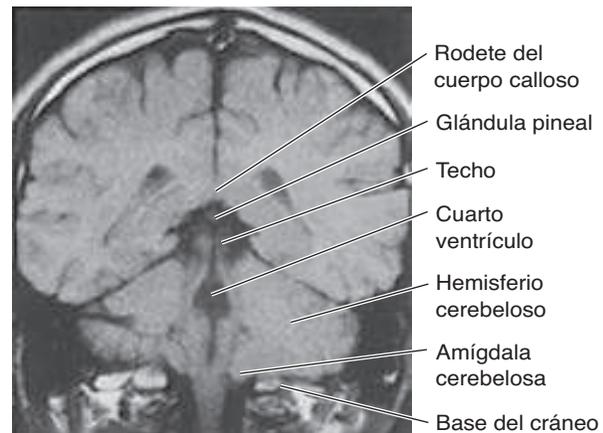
Imagen por resonancia magnética de corte coronal a través de la cabeza al nivel del cuarto ventrículo.
